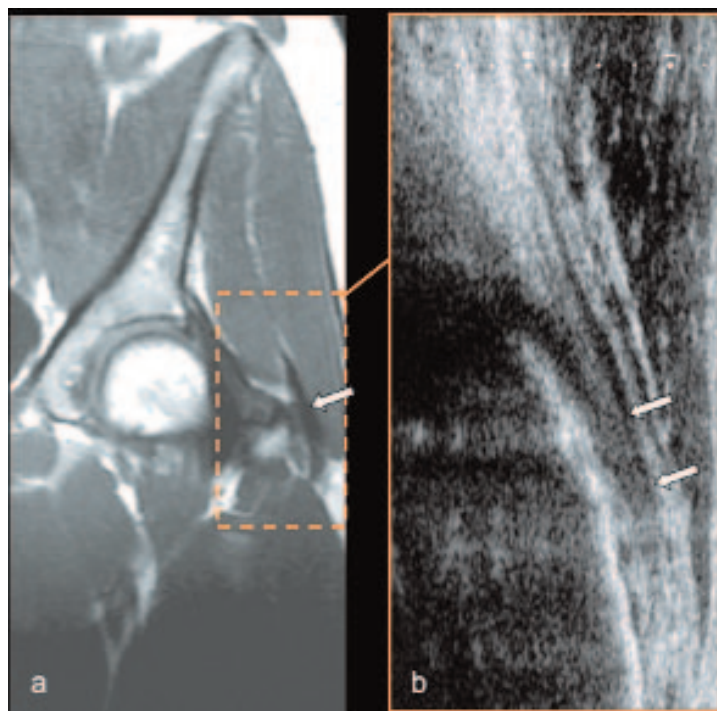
Tendon du petit glutéal en IRM sur une coupe coronale T1 (a) et en échographie (b).
